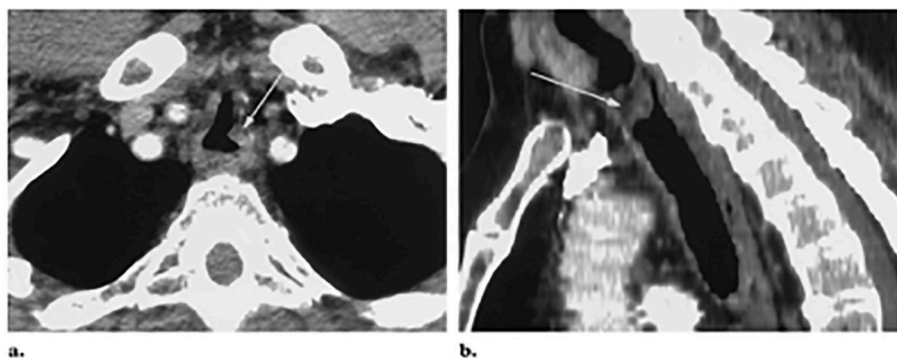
Amiloidosis Primaria sistémica en mujer de 59a con estridor que ha incrementado. A) axial, b) sagittal CT muestra lesion polipoidea en mucosa traqueal alta, un amiloidoma fue diagnosticado por biopsia y los síntomas del paciente mejoraron posterior a la extirpación (55).
